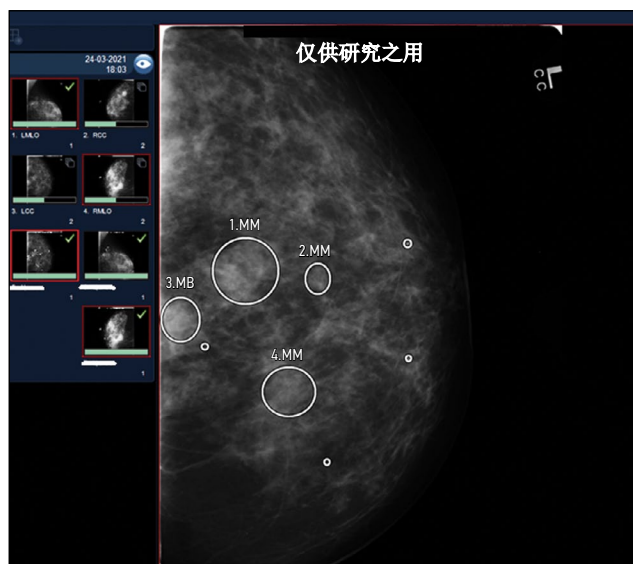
缺陷：未对所有相关图像进行分析。“乳腺X线摄影”模式。
